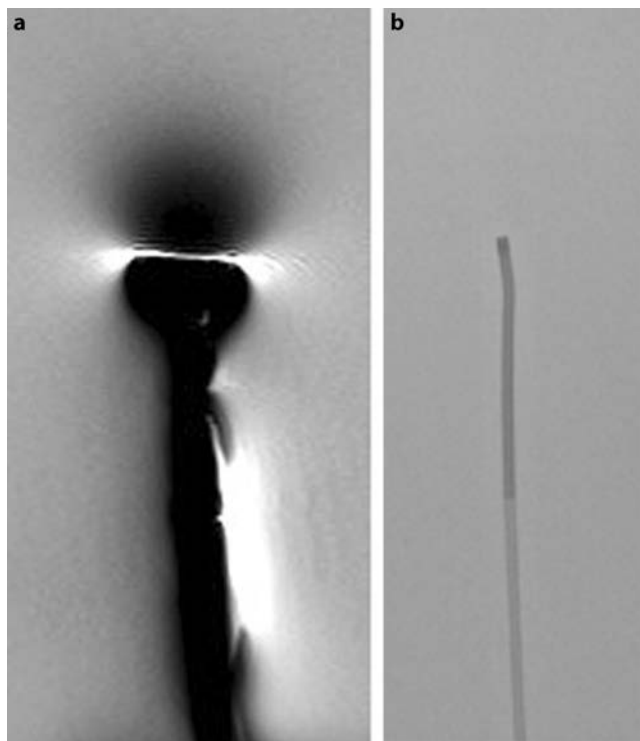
6 F Envoy Führungskatheter im MRT (T2) und Angiographie.
